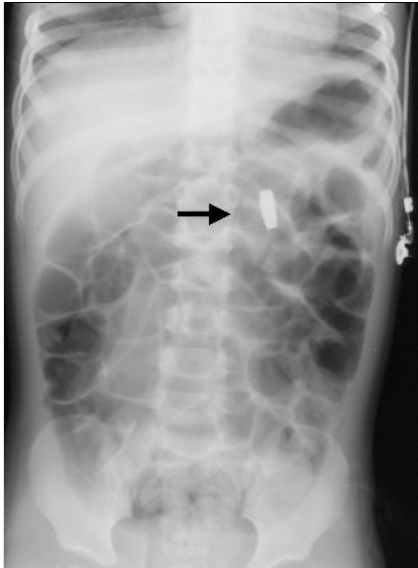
Plain abdominal radiograph. After removal of magnets in the stomach, remained magnet is seen in the small bowel (arrow).
